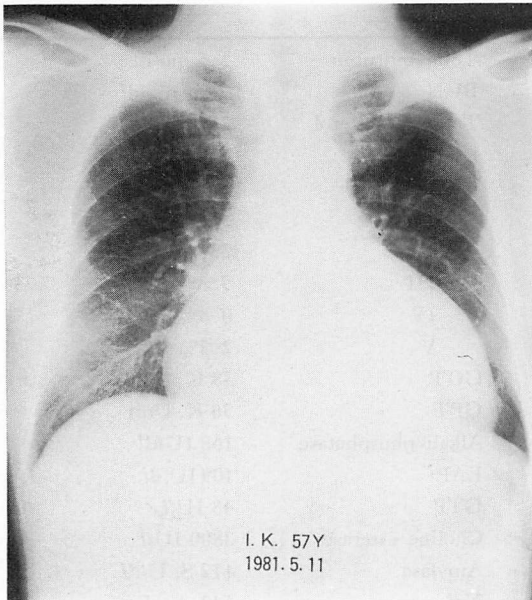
Chest X-ray film (CTR=64%).
